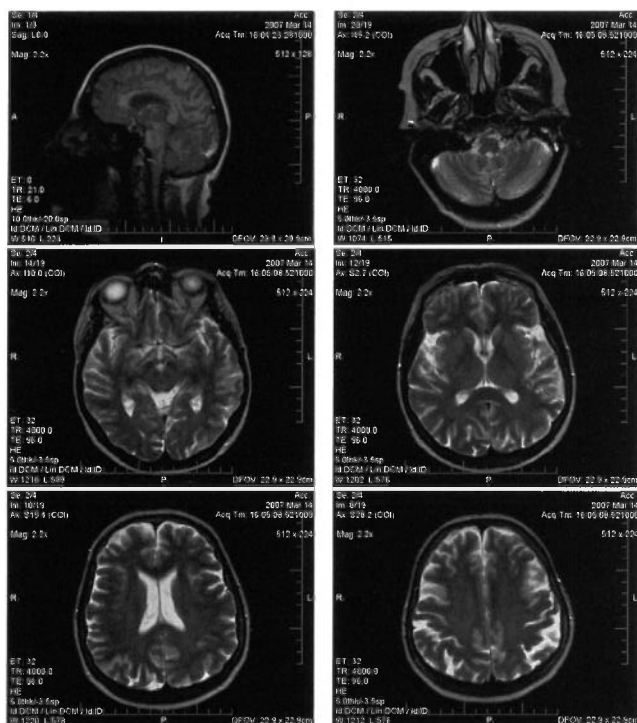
МРТ признаки атрофической гидроцефалии, расширение боковых желудочков мозга.
